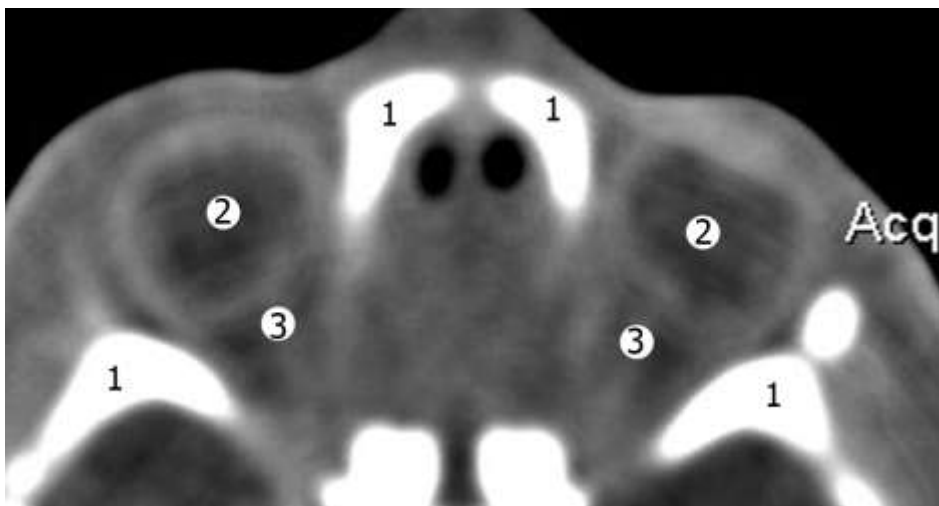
Рентгенівська комп'ютерна томограма плода 215,0 мм ТКД. Аксіальний зріз. Зб. 3
